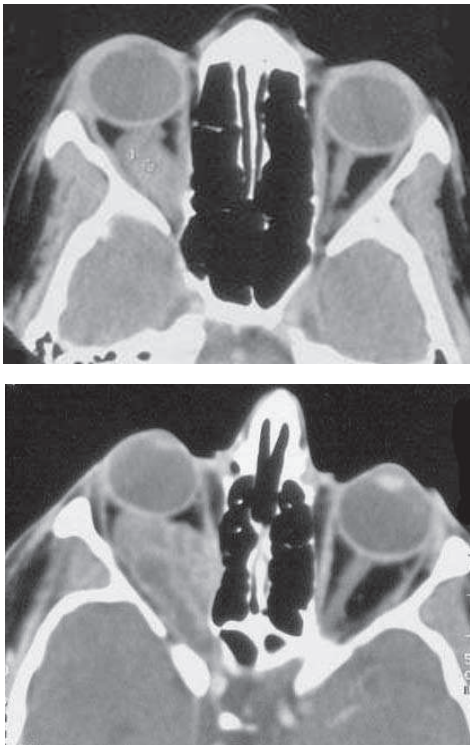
TDM. En coupes axiales : Gliome du nerf optique stade V de Hudson avec élargissement du canal optique droit.
